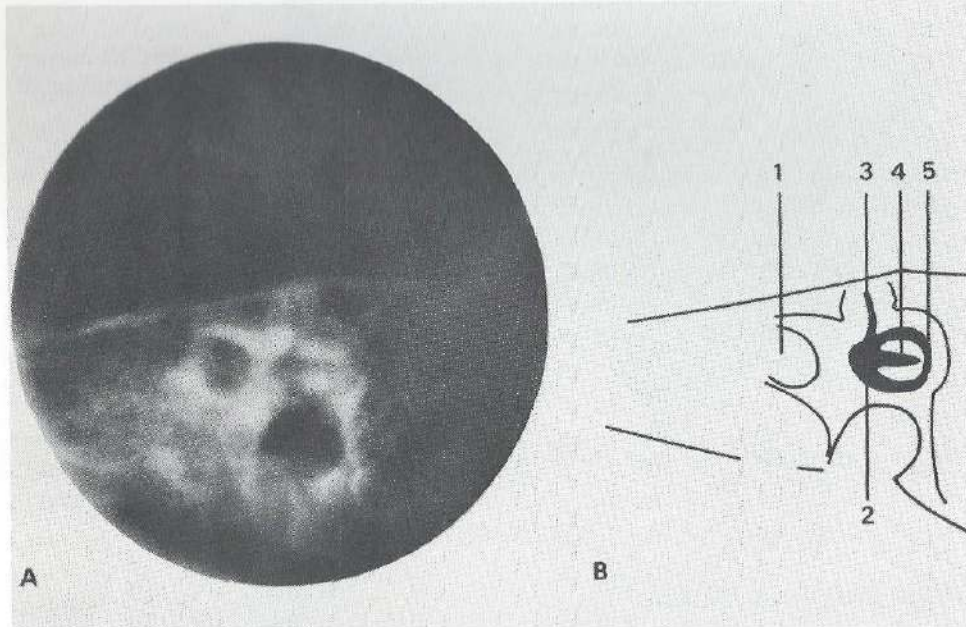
Een tomografische afbeelding in Stenvers projectie van het rechter rotsbeen laat een volkomen normaal beeld zien van de halfcirkelvormige kanalen en het vestibulum bij een patiënte met doofheid en een verminderd prikkelbaar labyrint aan die kant (patiënte V 1 van familie 1).
